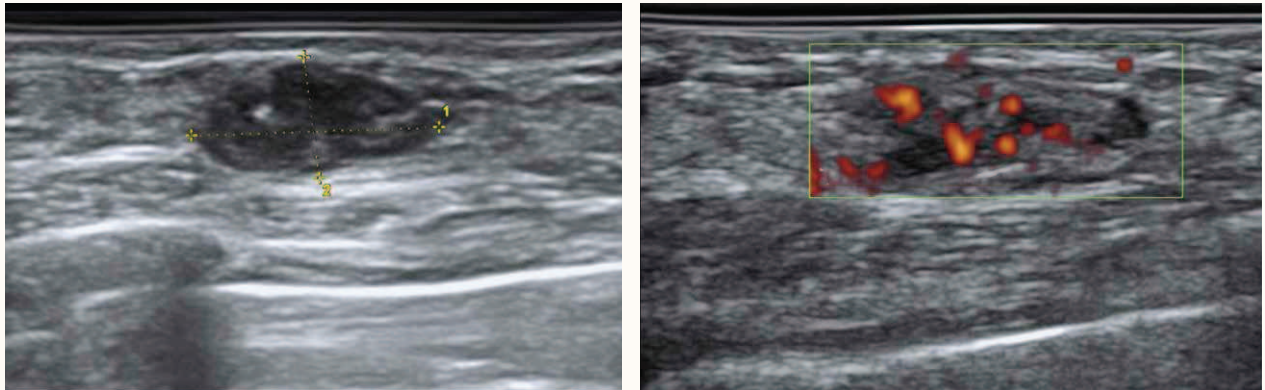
Sonografisch leicht zu diagnostizierender Herdbefund (mit Mikrokalk!), triple-negatives Mammakarzinom, mammografisch trotz schon stanziobiotisch gesicherter Diagnose nicht dargestellt.
